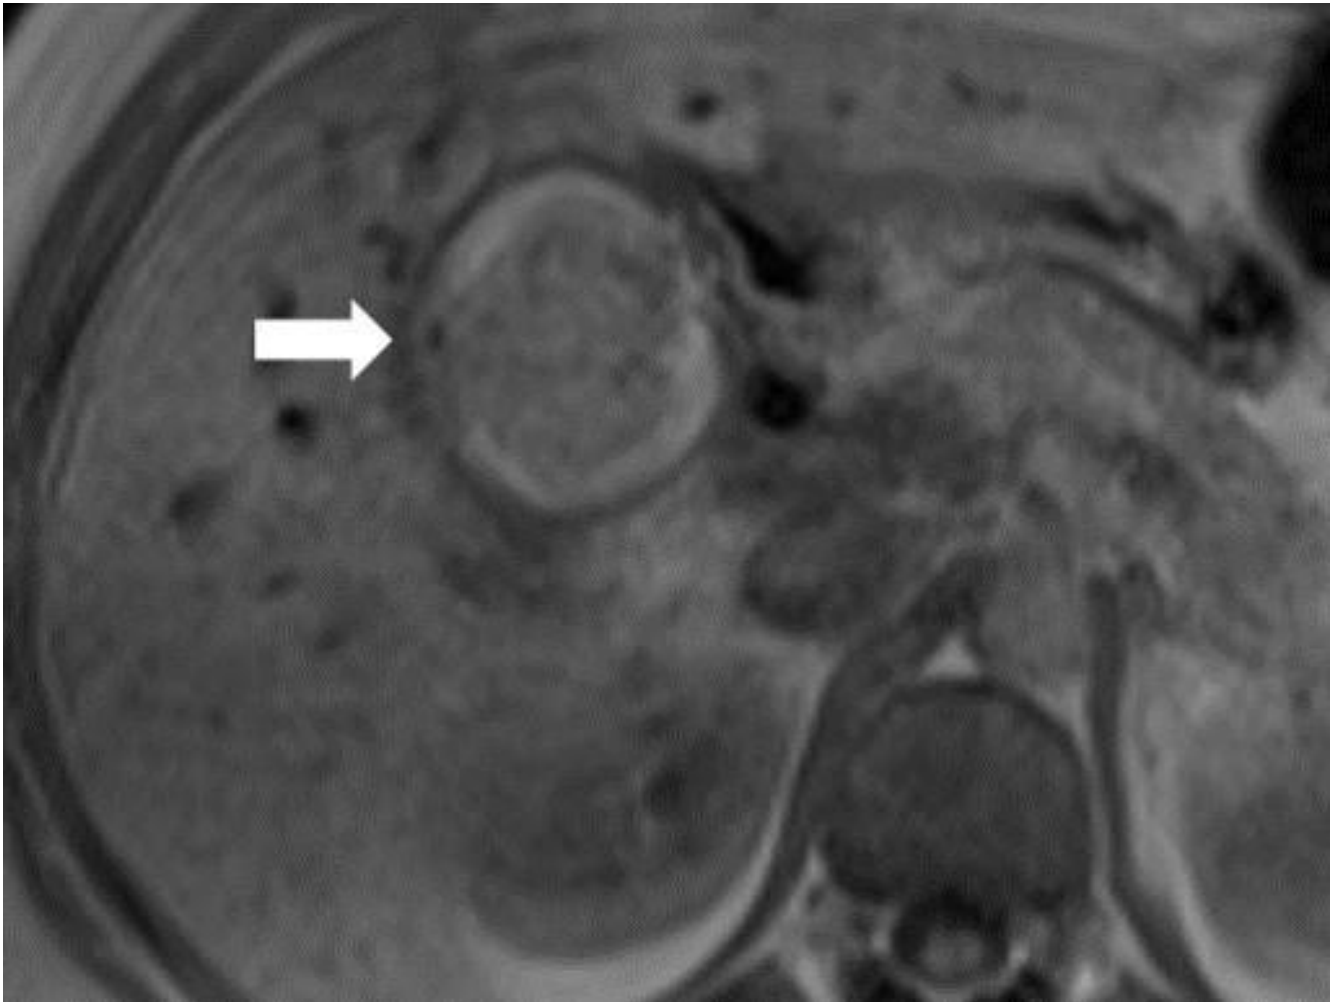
RM ponderada em T1, no plano axial, revela moderado hipersinal do cálculo, sugerindo natureza pigmentada do mesmo (seta).
